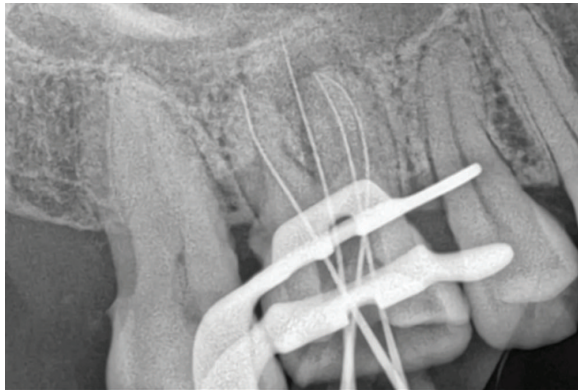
Determination of working length and post-operative radiograph.
